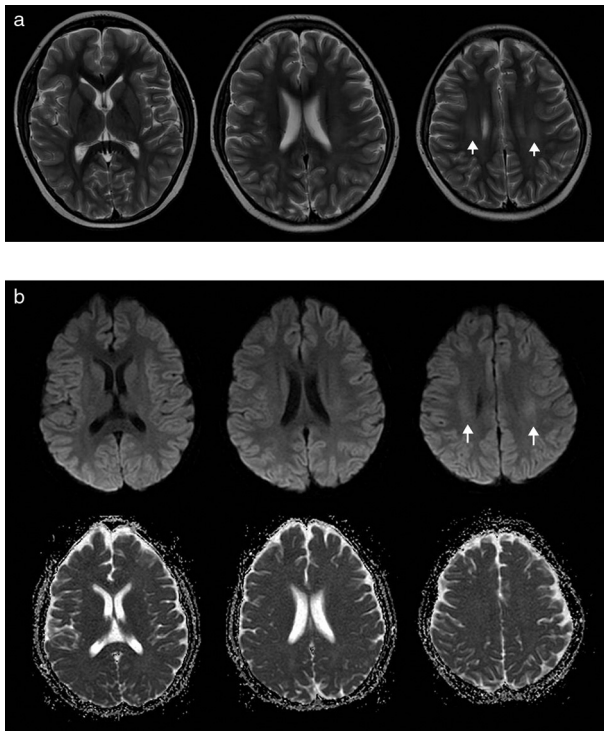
(a) Secuencia axial en ponderación T2: en el estudio de control, realizado 2 meses después, se constata reducción del tamaño de las lesiones hiperintensas de la sustancia blanca y pequeñas imágenes ubicadas en centros semiovaes (flechas rectas), sin evidencia de lesión en el cuerpo calloso. (b) Secuencias de difusión (b1000) y coeficiente de difusión aparente: no se identifica restricción del movimiento de las moléculas de agua. Solo se detecta que las pequeñas lesiones, visibles en ponderación T2, son hiperintensas en la DWI (b1000) debido al efecto en ponderación T2 de la difusión (flechas rectas).
